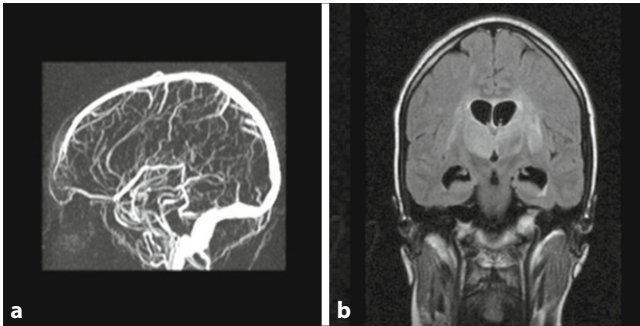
▲ a Magnetresonanzenvenographie: Verschluss Sinus rectus und innere tiefe Hirnvenen, b Magnetresonanztomographie-T2-FLAIR („T2-weighted-fluid-attenuated inversion recovery“; koronar): Schwellung/Ödem Basalganglien
